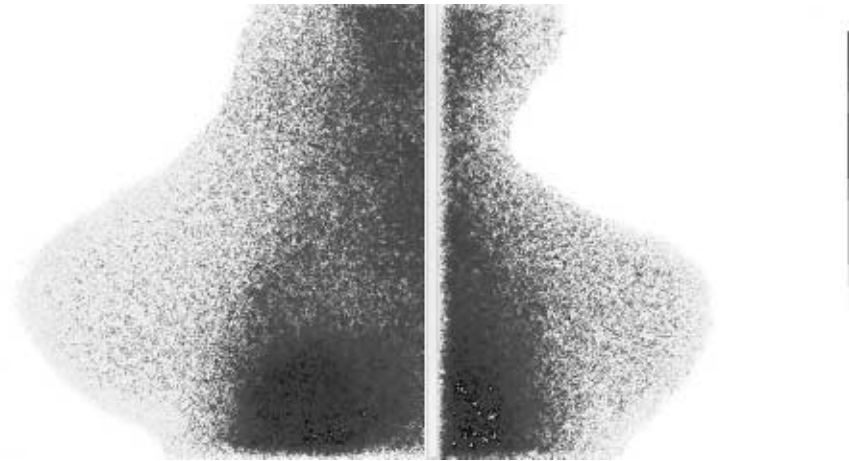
Нормальные боковые маммосцинтиграммы с ^{99m}Tc-технетрилом пациентки без патологии молочных желез.
